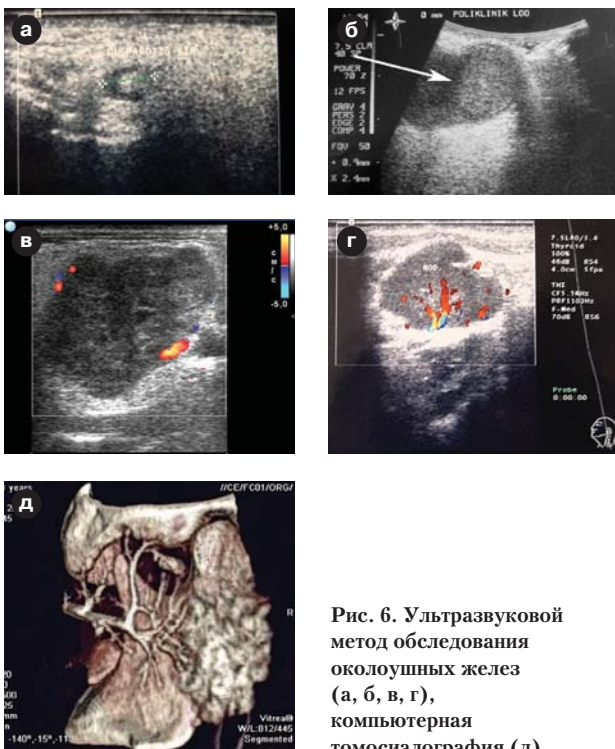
Ультразвуковой метод обследования околоушных желез (а, б, в, г), компьютерная томография (д).
